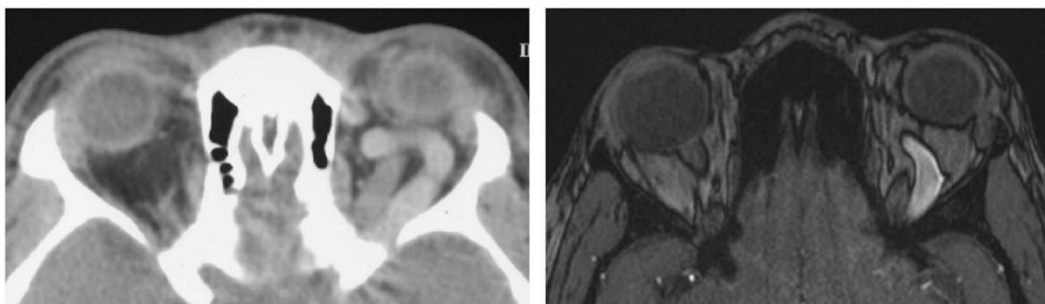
Links zeigt eine CTA mit dem Nachweis einer dilatierten Vena ophthalmica superior; rechts zeigt eine MR bei TOF mit dem korrespondierenden Befund der CCT (30).
